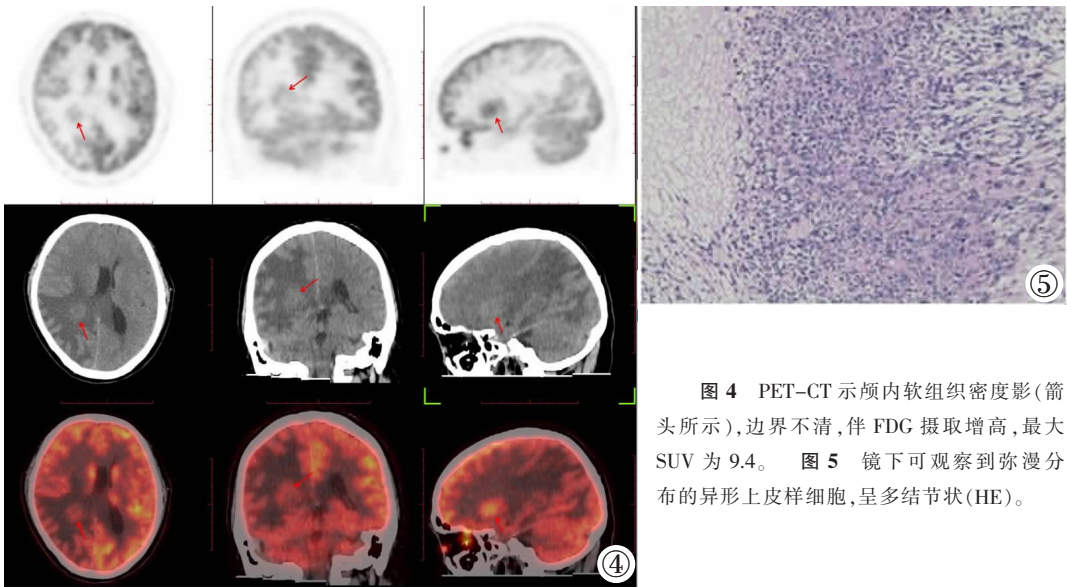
PET-CT 示颅内软组织密度影(箭头所示), 边界不清, 伴 FDG 摄取增高, 最大 SUV 为 9.4。图 5 镜下可观察到弥漫分布的异形上皮样细胞, 呈多结节状(HE)。
